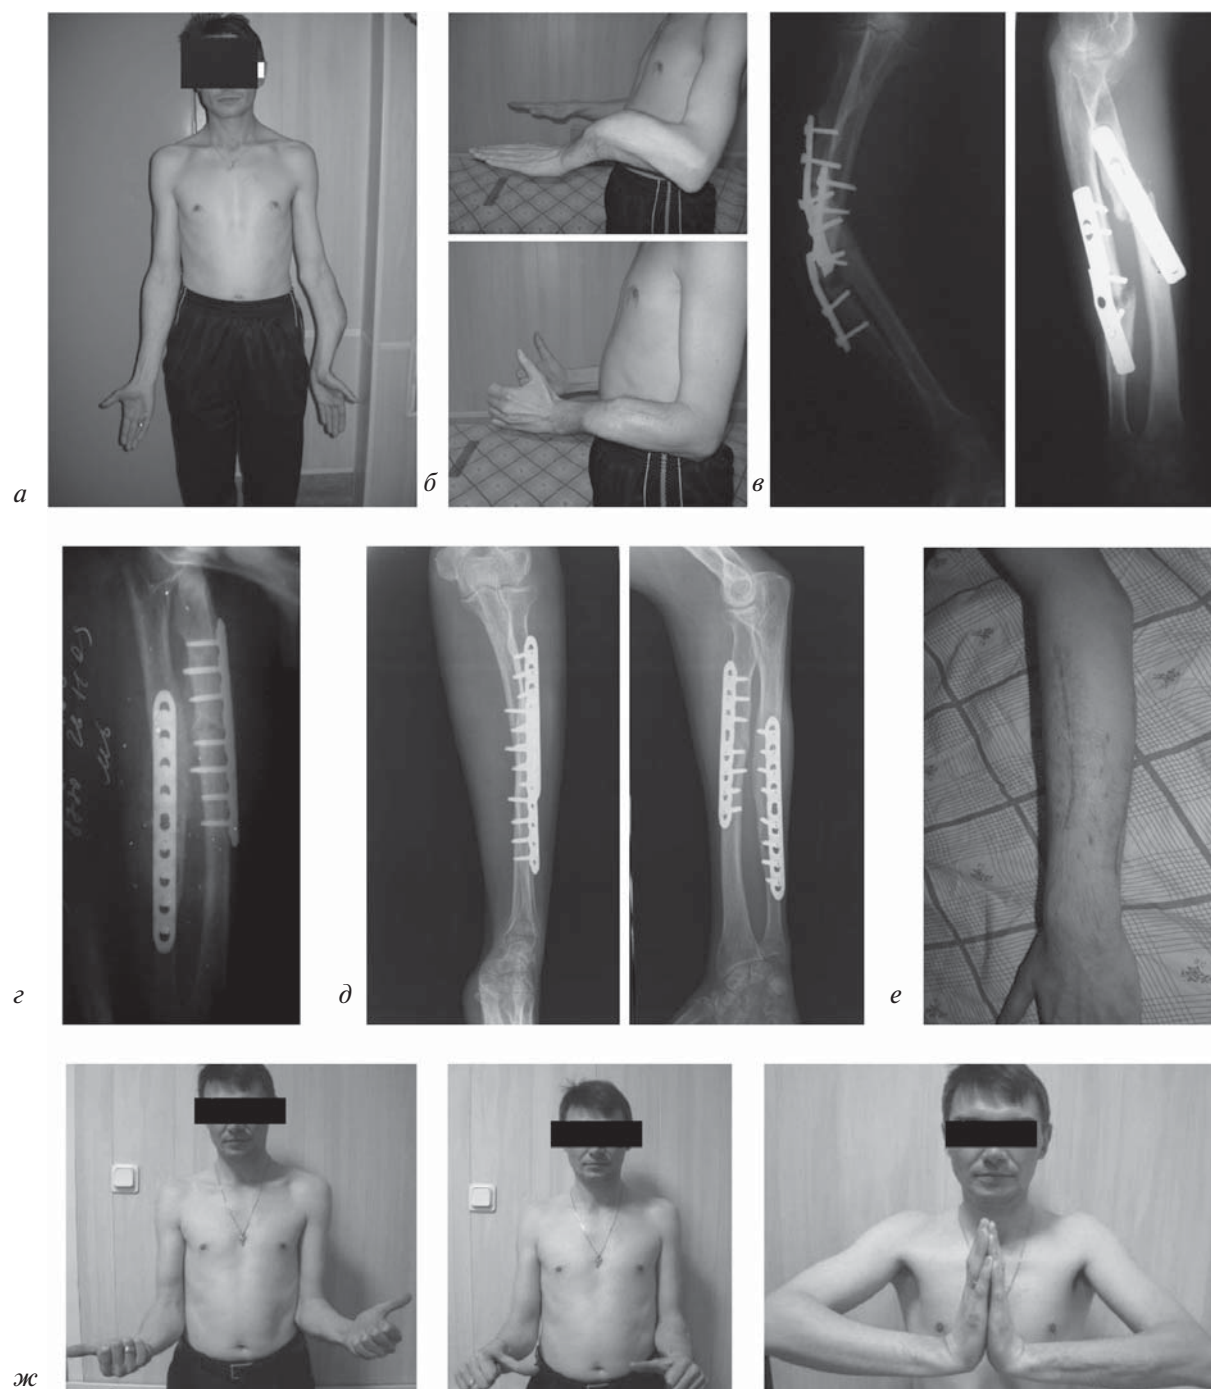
Результаты первичной и ревизионной операций остеосинтеза у больного С., 38 лет: *а-в* — внешний вид и рентгенограммы костей левого предплечья до ревизионной операции; *г, д* — рентгенограммы костей левого предплечья после повторного остеосинтеза и через год; *е, ж* — внешний вид левого предплечья и функциональный результат лечения через год после ревизионного накостного остеосинтеза
